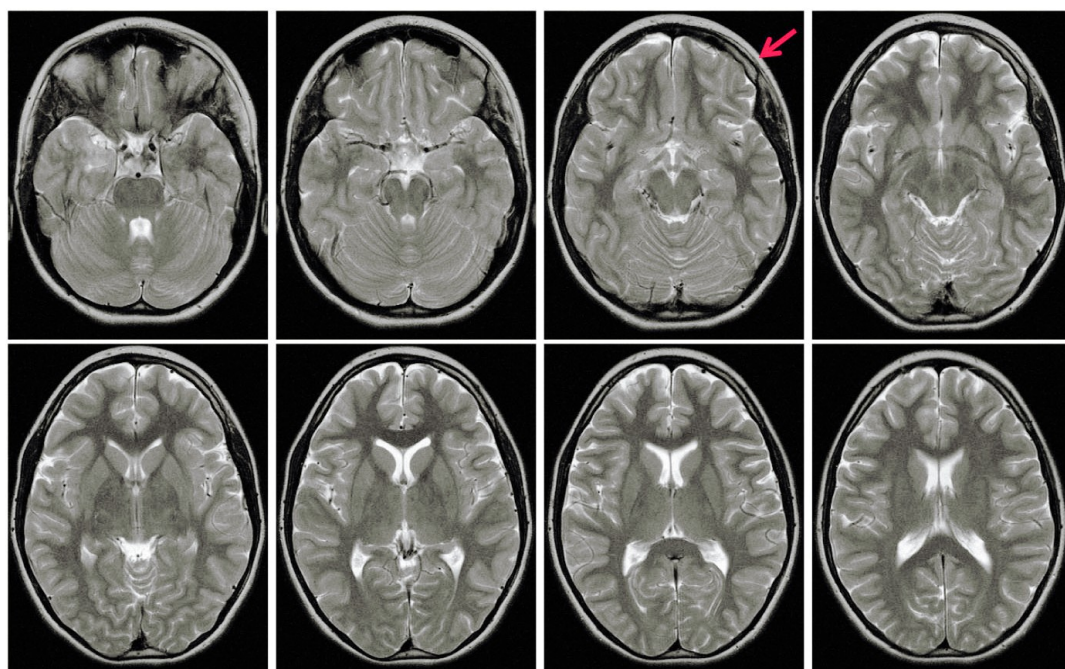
RM cranio e orbite T2 assiale: riduzione dell'ispessimento flogistico
